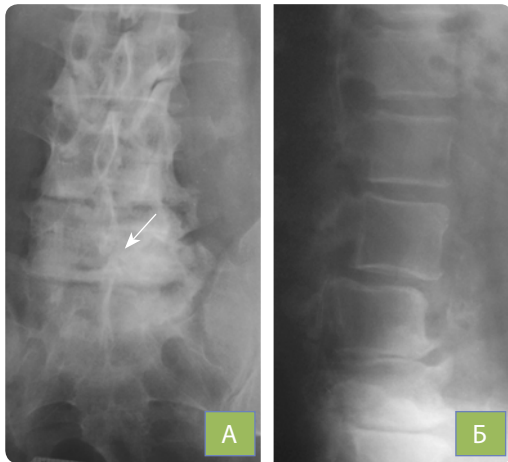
Рентгенограми (А — передньо-задня; Б — бокова проекції) попереково-крижового відділу хребта. Зменшення висоти міжхребцевих проміжків  $L_3-L_4$ ,  $L_4-L_5$ ,  $L_5-S_1$ ; субхондральний склероз, крайові кісткові розростання, артроз міжхребцевих суглобів, спондилолістез  $L_3$  хребця
